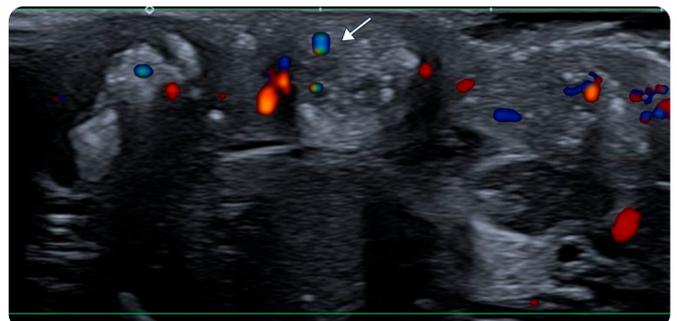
Imagen en modo Doppler color, longitudinal del escroto que muestra múltiples nódulos sólidos hiperecogénicos no vasculares, con sombra acústica y artefacto de centelleo (flecha blanca).
